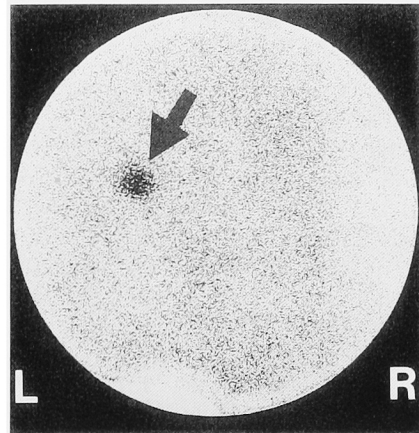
¹³¹I-adosterol scintigraphy shows good uptake of ¹³¹I-adosterol in the left adrenal gland (arrow), and uptake of ¹³¹I-adosterol in the right adrenal gland is suppressed.
